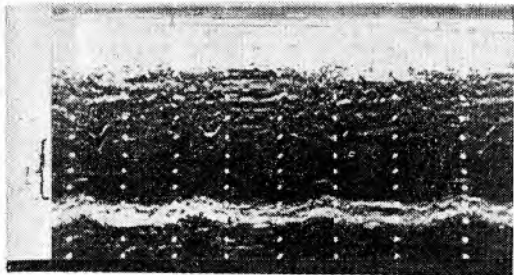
Эхокардиограмма левого желудочка (III позиция датчика). Условные обозначения: 1 — просвет полости левого желудочка.
